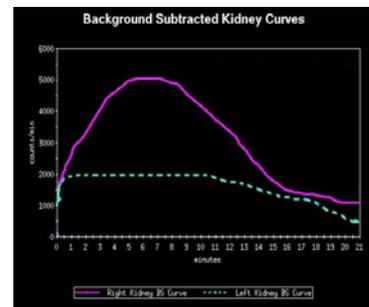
Динамическая нефросцинтиграмма. (Пояснения в тексте)
